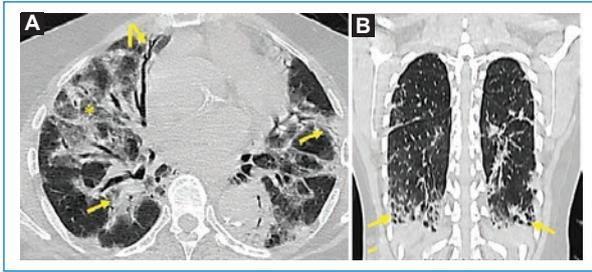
Paciente de 59 años con neumonía en organización criptogénica. A y B: tomografía computada de alta resolución en cortes axial y coronal que muestra consolidaciones subpleurales y peribroncovasculares (flechas rectas), bilaterales y asimétricas, que predominan en los lóbulos inferiores, con opacidades en vidrio esmerilado (asterisco) y bronquiectasias de tracción (flecha curva).
